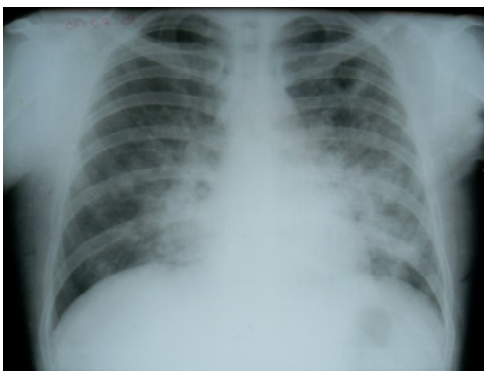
Radiografía de tórax inicial Figura 2. Radiografía de tórax posterior
